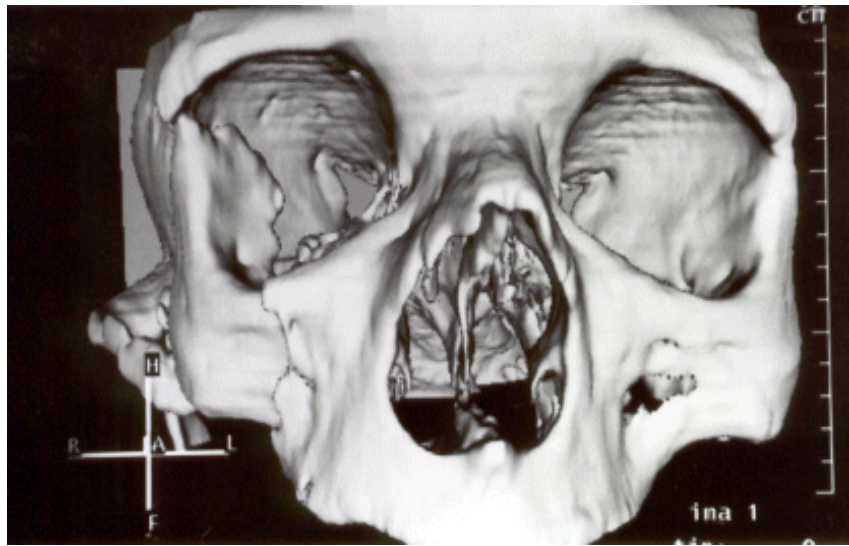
Imagen de TAC 3D en la que se aprecia como la fractura alcanza el ala mayor del esfenoides, la zona más importante para controlar una adecuada reducción.
